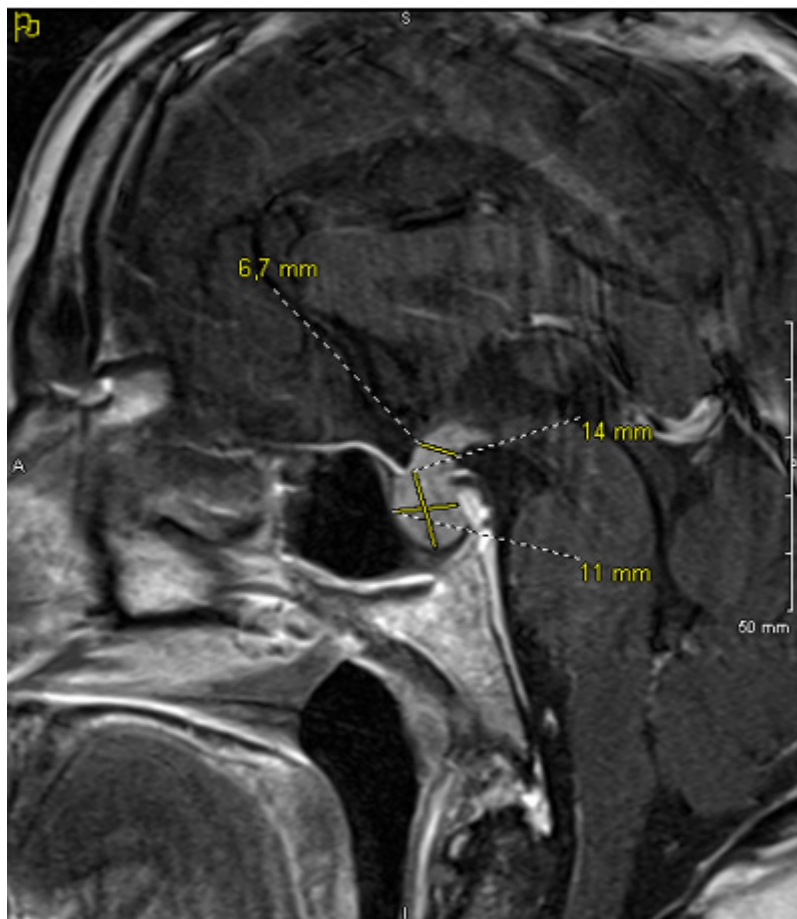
IRM cérébrale montrant une augmentation de la taille de l'ensemble de la glande hypophysaire et de la tige pituitaire, se réhaussant après injection de GADOLINIUM
